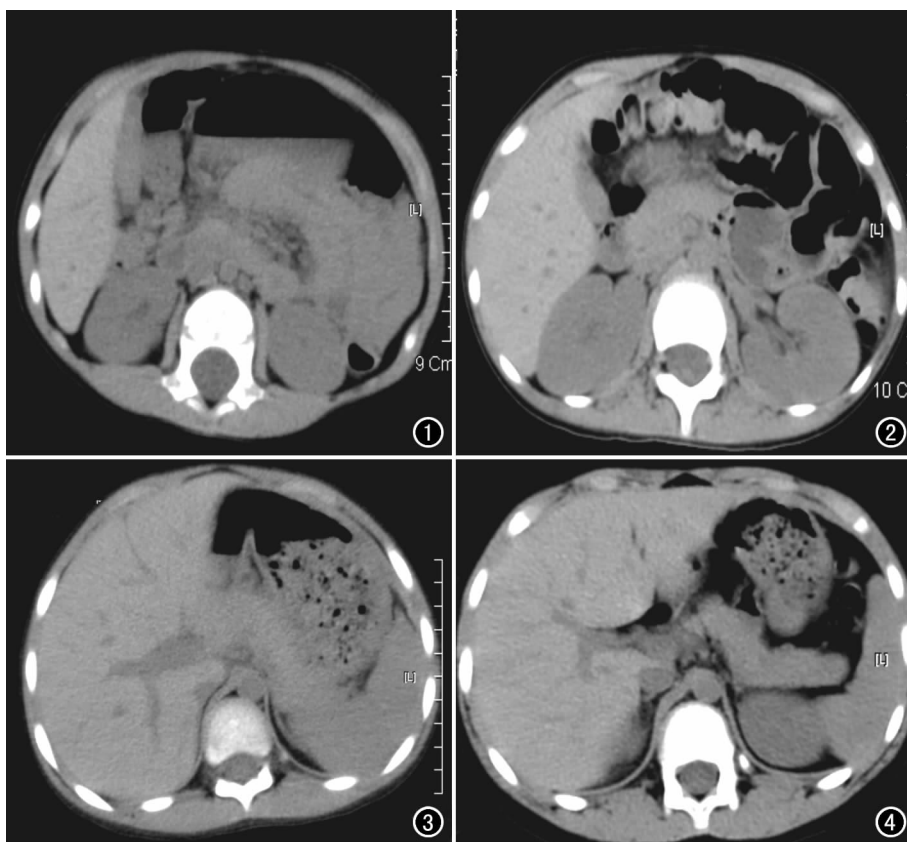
研究组肝底部层面 CT 图像,男,4 岁,使用 D-DOM 技术,120kVp,103mAs,肝实质及腹腔其它脏器显示清晰。图 2 对照组肝底部层面 CT 图,女,11 岁,120kVp,150mAs,肝实质及腹腔其它脏器显示清晰,与图 1 比较,图像质量相近。图 3 研究组肝门部层面 CT 图,男,5 岁,使用 D-DOM 技术,120kVp,100mAs,肝实质、肝门结构及腹腔其它脏器显示清晰。图 4 对照组肝门部层面 CT 图,男,9 岁,120kVp,150mAs,肝实质、肝门结构及腹腔其它脏器显示清晰,对比度较图 3 略高。
